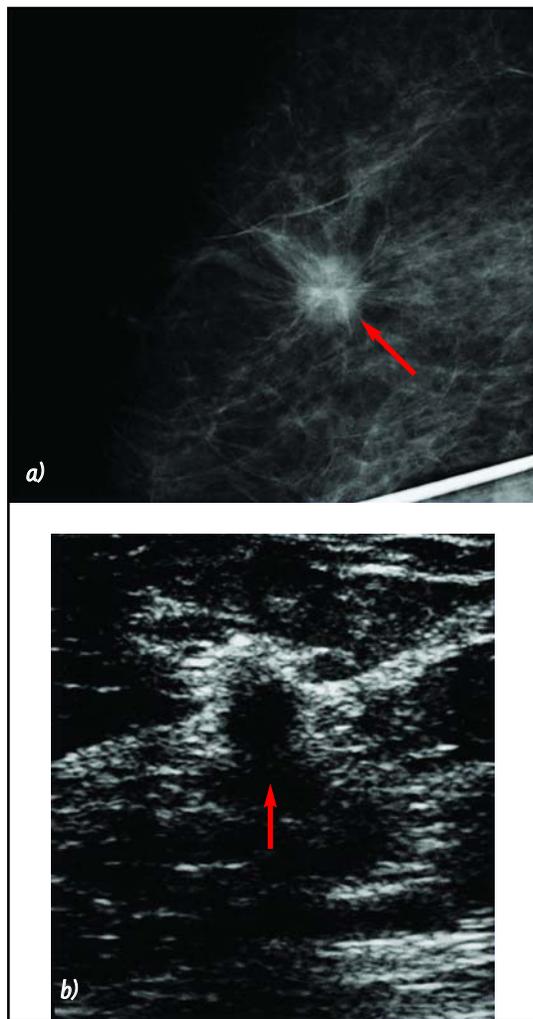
a) Mastografía con tumoración en forma de estrella. b) Ultrasonido que muestra una tumoración de forma irregular. Diagnóstico: cáncer mamario de 10 milímetros.
